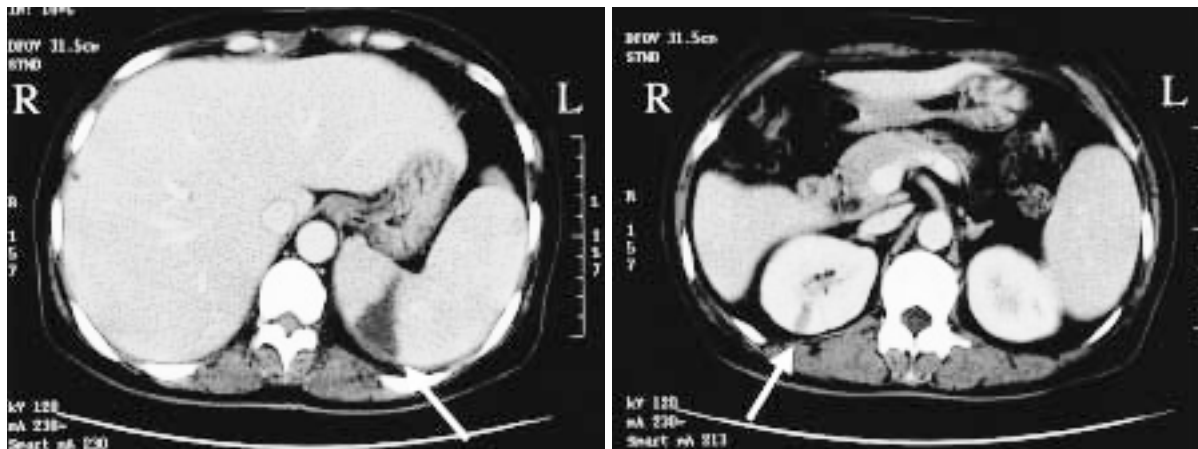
Computed tomography scans with contrast medium showing a wedge-shaped area without enhancement (arrows) in the spleen (left) and right kidney (right)
